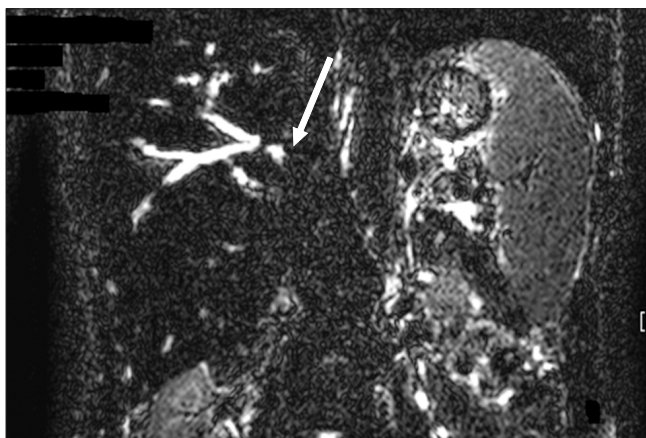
Magnetic resonance cholangiopancreatography 3 years after the operation. Severe stenosis is noticed at hepaticojejunostomy site (arrow).
